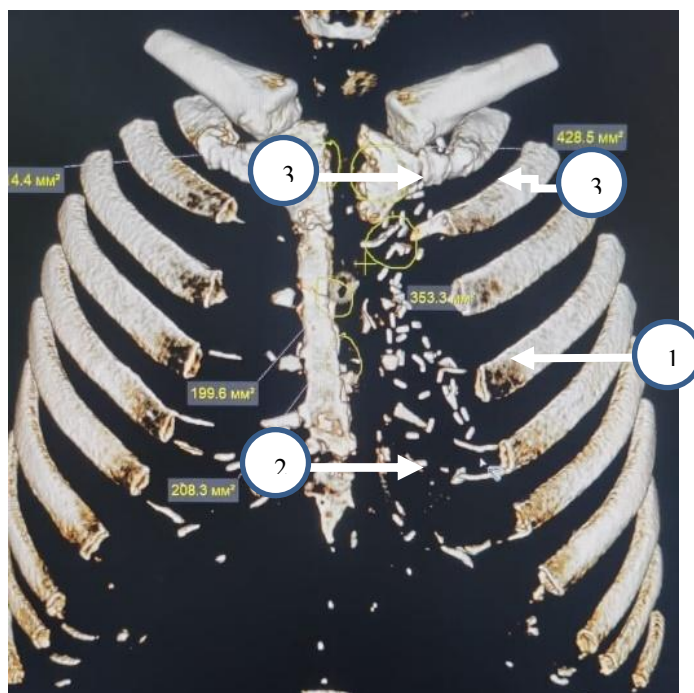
СКТ ОГК пациента С: 1 - Полное разрушение грудины; 2 - фрагментация грудины, 3 - зона пониженной плотности костной ткани
